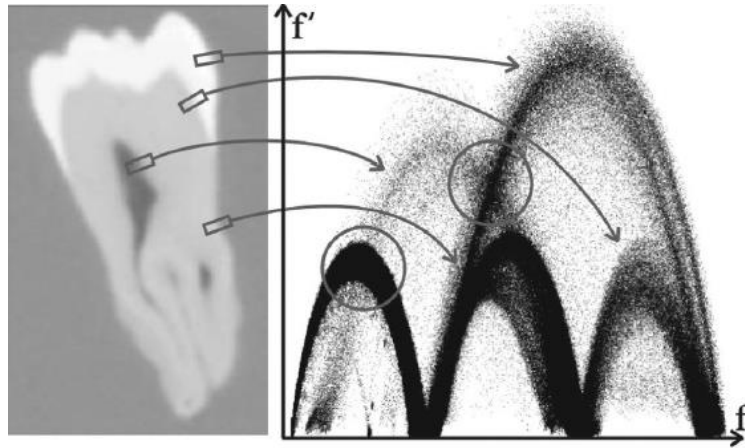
Límites resaltados de una tomografía computarizada de diente, los cuales se muestran en el histograma bidimensional en función de los valores de densidad y las magnitudes de los gradientes [27].
